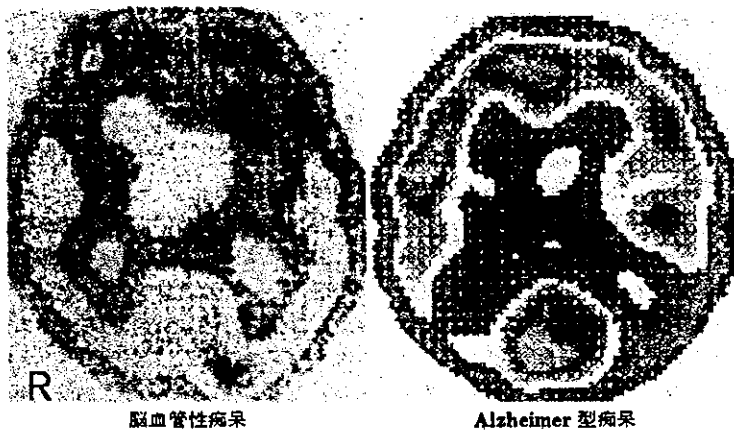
脳血管性痴呆と Alzheimer 型痴呆の SPECT 所見
